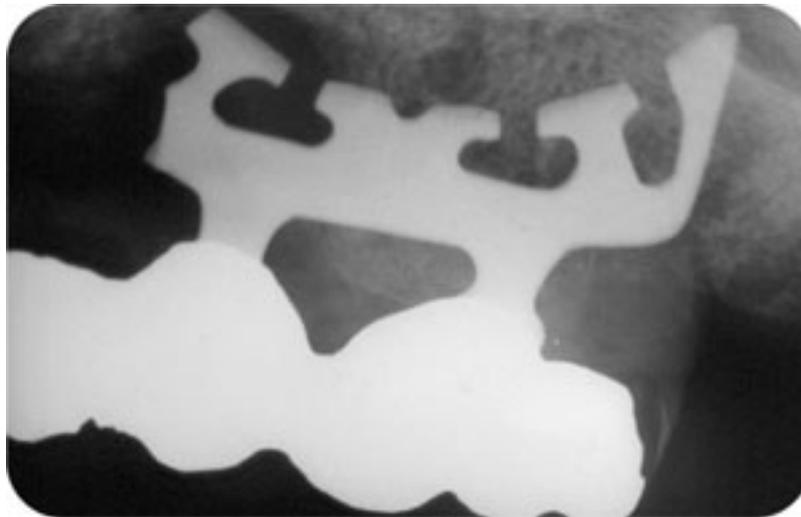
Рентгенограмма лезвийного имплантата, показывающая разрушение имплантата
